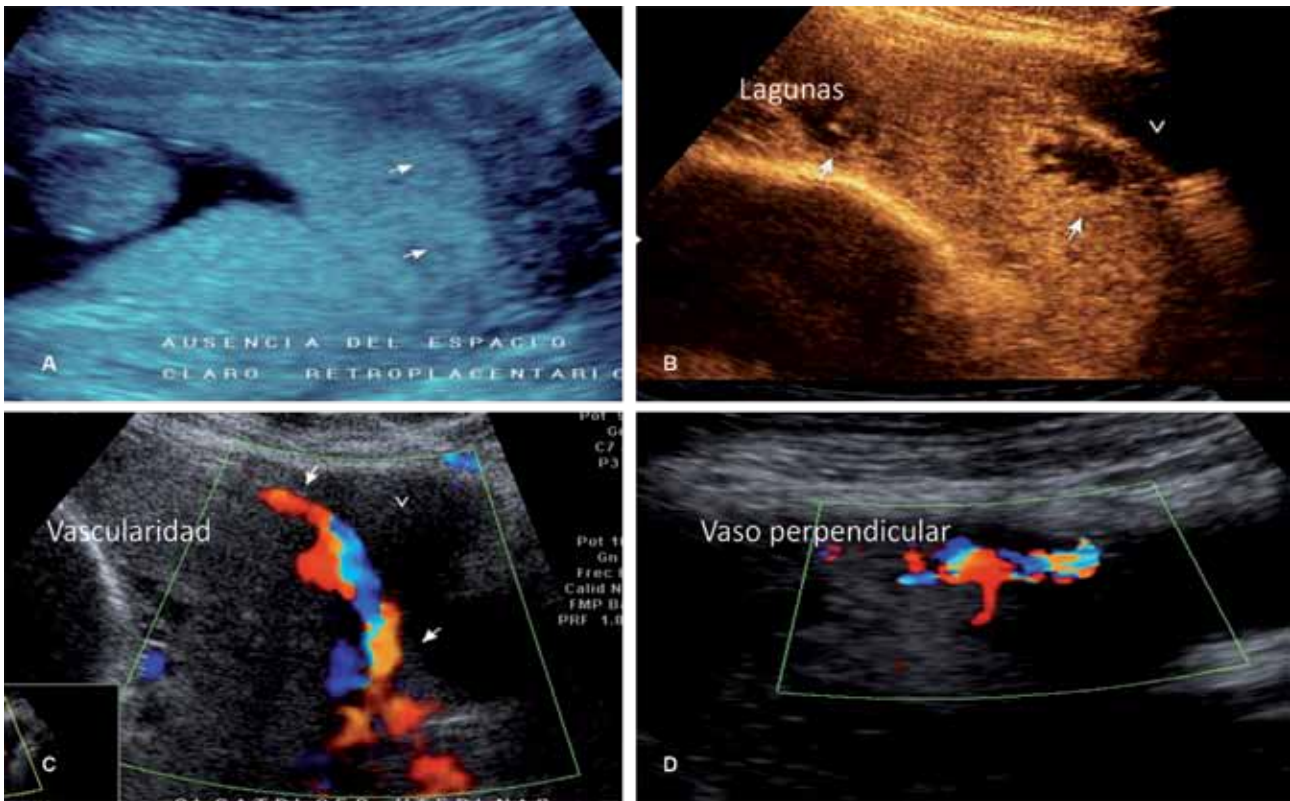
Criterios para el diagnóstico de acretismo placentario por ultrasonido en escala de grises y doppler color. A. Pérdida del espacio claro retroplacentario; B. Lagunas placentarias; C. Aumento de vascularidad notoria en la interfase serosa uterina-vejiga; D. Vaso perpendicular que cruza la interfase placenta-miometrio.
